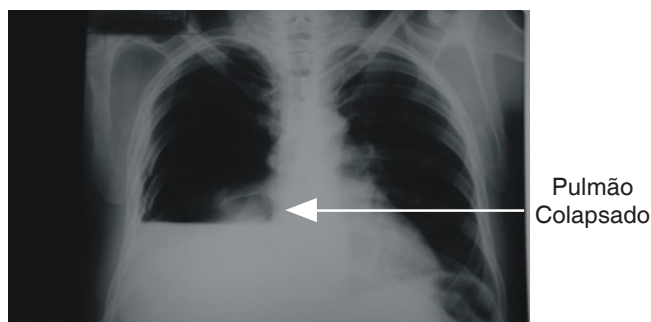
Radiografia de tórax em PA mostrando hidropneumotórax direito, com colapso pulmonar total.
